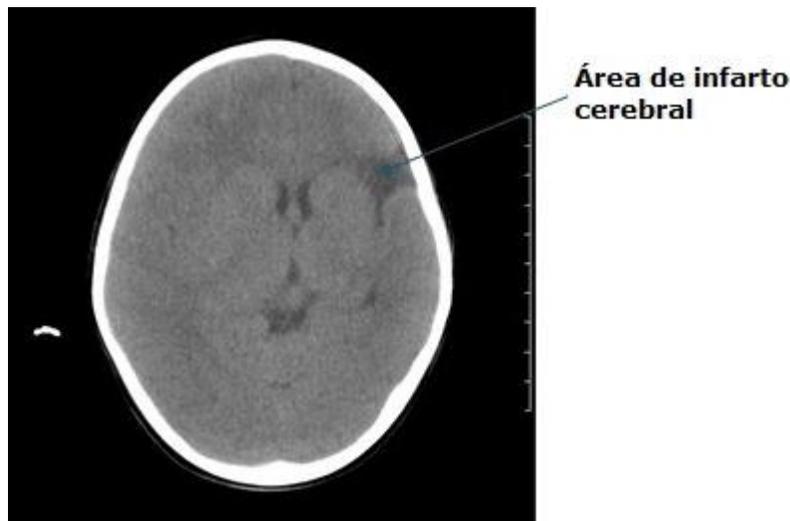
Tomografía axial computarizada de cráneo, vista frontal
